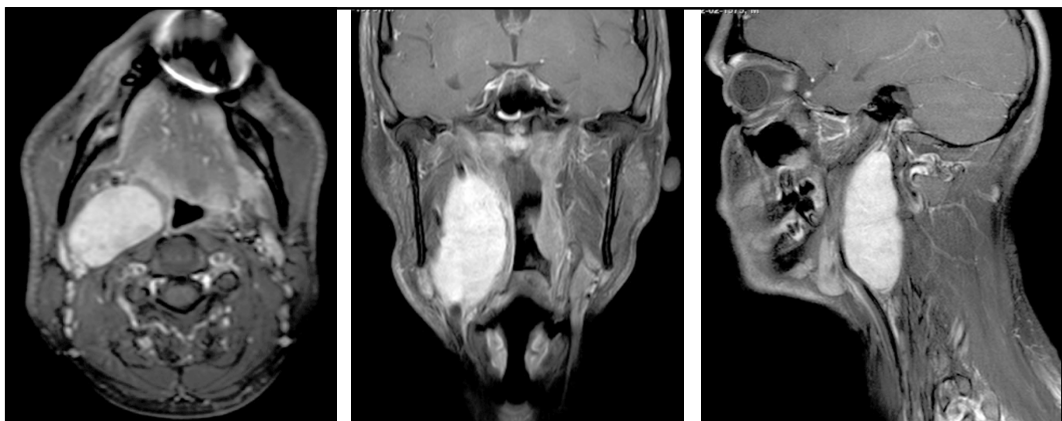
Resonancia nuclear magnética de paciente 5. Se observa masa de 6 x 3 x 4,5 cm en espacio carotídeo derecho.
